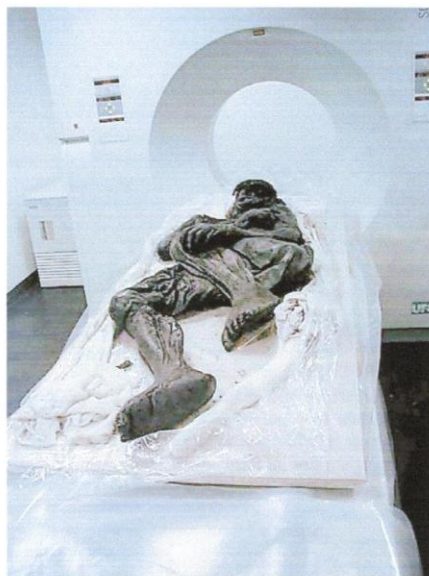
CT scanning of the Borremose Woman (photo: N. Lynnerup).
